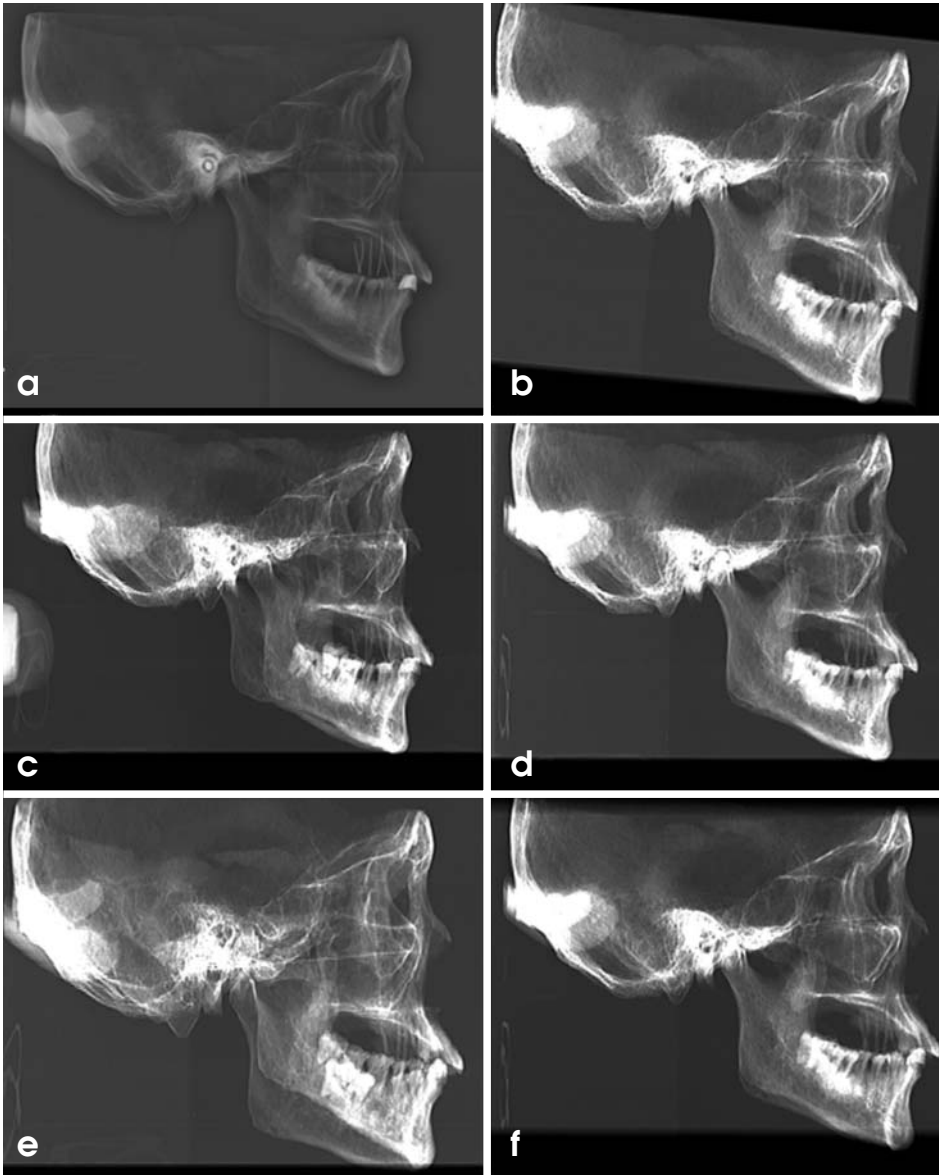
Samples of 6 cephalometric radiographs. (a) conventional digital, (b) MDCT-synthesized image at standard position, (c) MDCT-synthesized image at 10° left rotation position and (d) corrected image from (c), (e) MDCT-synthesized image at 10° right tilting position and (f) corrected image from (e).
